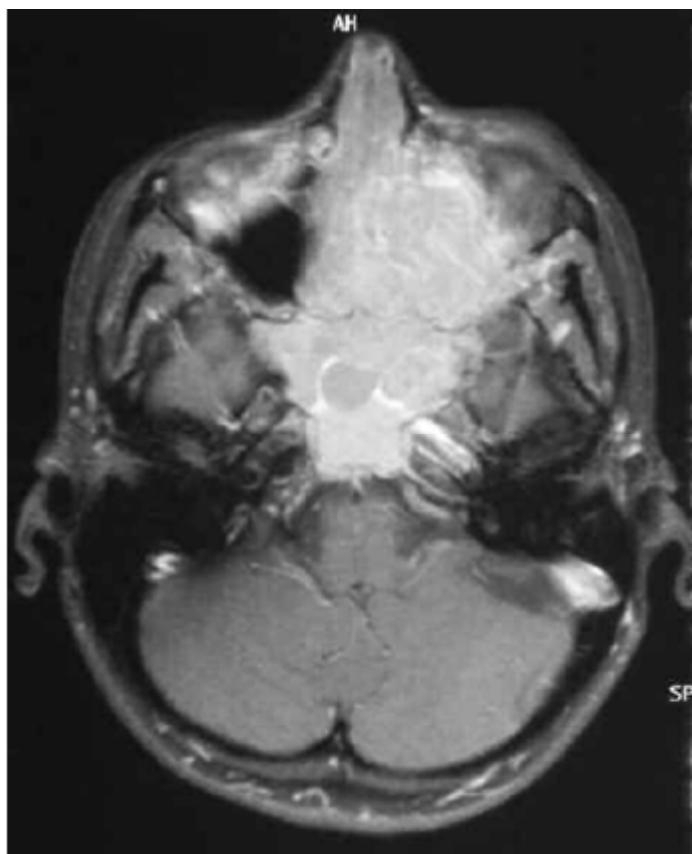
coupe axiale IRM T1 avec injection de gadolinium : large masse solide localisée dans les fosses nasales, étendue au sinus maxillaire gauche et envahissant l'orbite gauche et la partie antérieure de la base du crâne (34).
